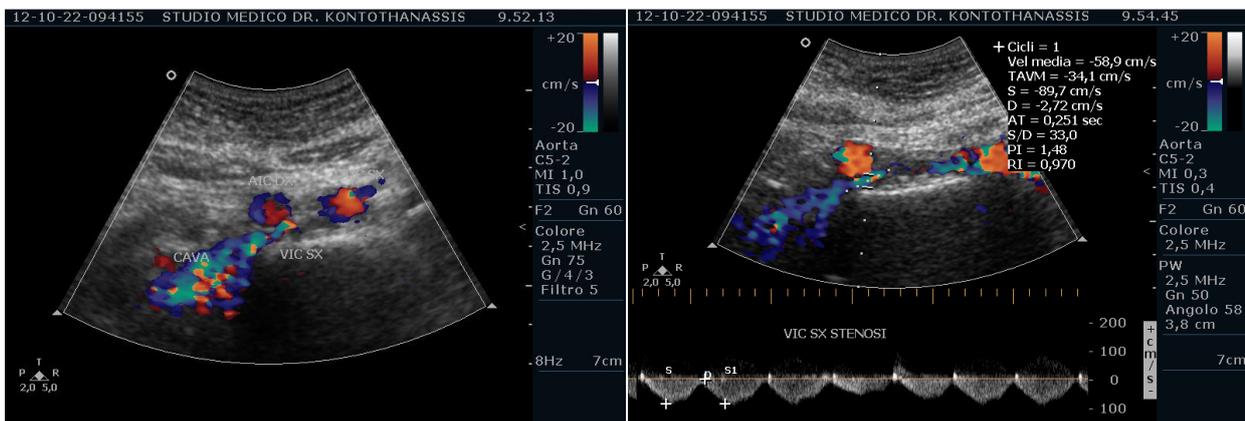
Immagini ecocolordoppler di SMT (case report 4)
